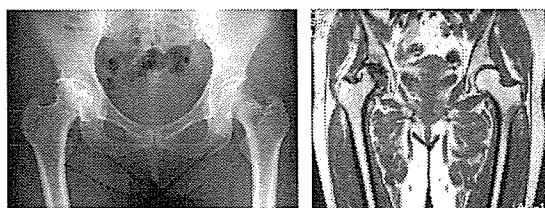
症例 5 単純X線像及び MRI T1 強調像
